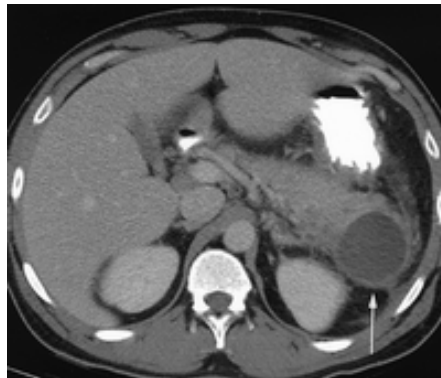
La tomografía muestra cambios inflamatorios peripancreáticos, llamando la atención la porción de la cola, una imagen quística
